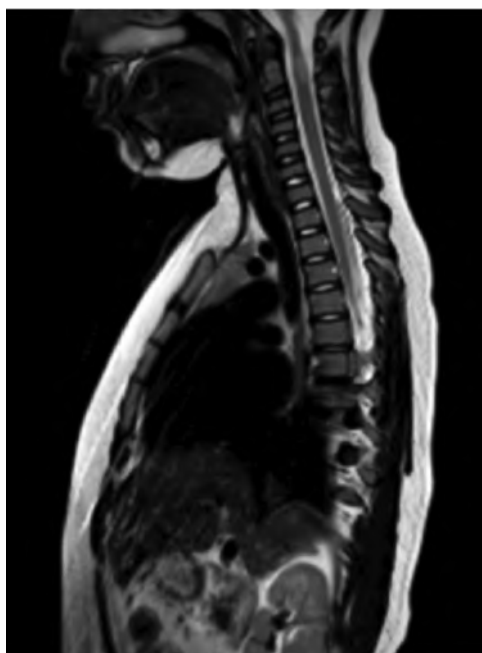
МРТ спинного мозга, режим T2W
